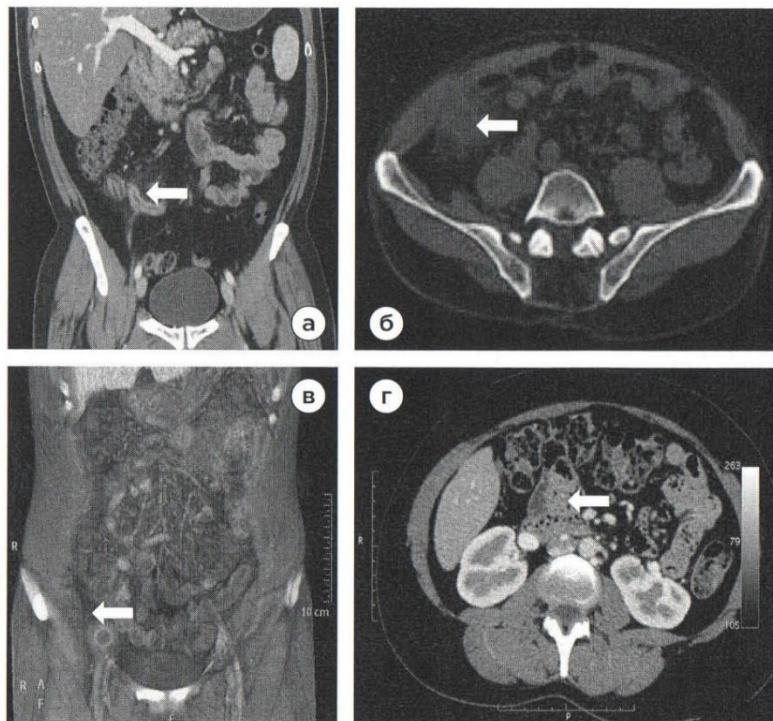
СКТ. а — аппендикулярный инфильтрат; б — аппендикулярный абсцесс; в — аппендикулярный абсцесс (3D); г — забрюшинная флегмона при ретроперитонеальном аппендиците распространявшаяся до головки поджелудочной железы.
